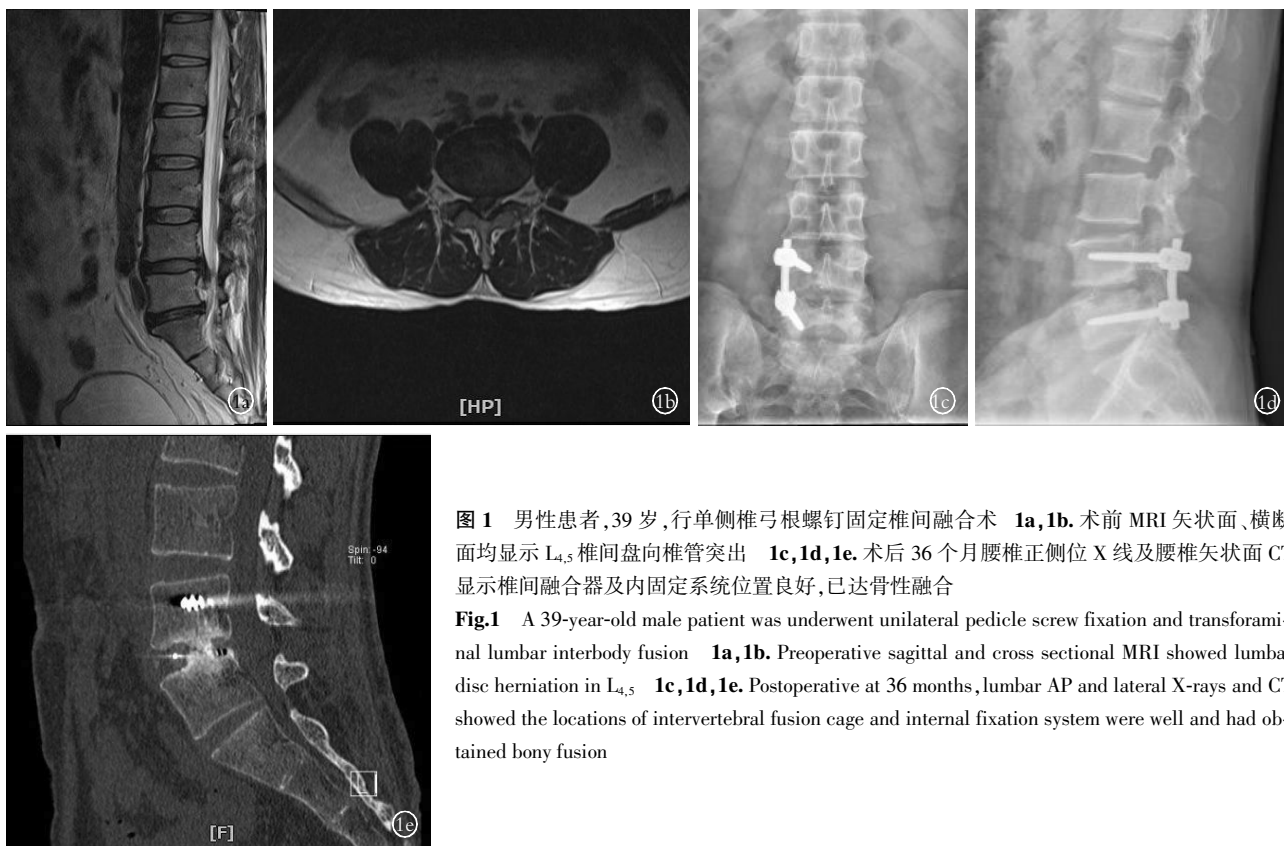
男性患者,39 岁,行单侧椎弓根螺钉固定椎间融合术 1a,1b. 术前 MRI 矢状面、横断面均显示 L_{4,5} 椎间盘向椎管突出 1c,1d,1e. 术后 36 个月腰椎正侧位 X 线及腰椎矢状面 CT 显示椎间融合器及内固定系统位置良好,已达骨性融合
